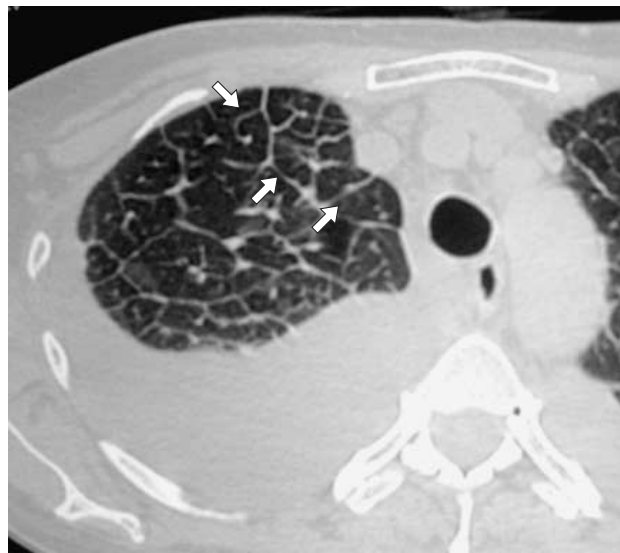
Фрагмент компьютерной томограммы высокого разрешения на уровне дуги аорты у пациента с кардиогенным отеком легкого. Выраженное утолщение междолькового интерстиция (стрелки), зоны “матового стекла”, жидкость в плевральной полости.
